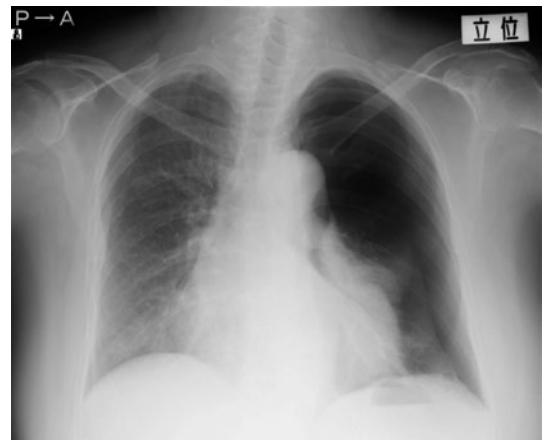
Chest roentgenogram on admission shows pneumothorax in the left lung.
